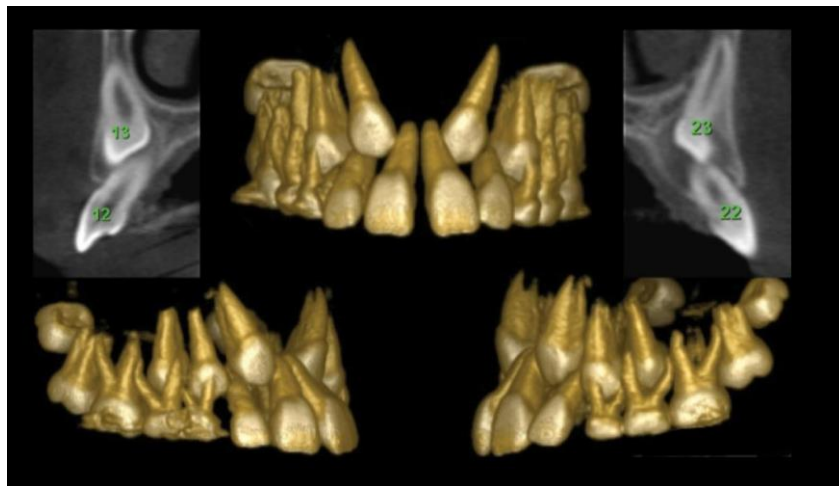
Cone beam de transposición bilateral entre canino e incisivo lateral superior. En: Pedalino et al ⁽²⁴⁾.
